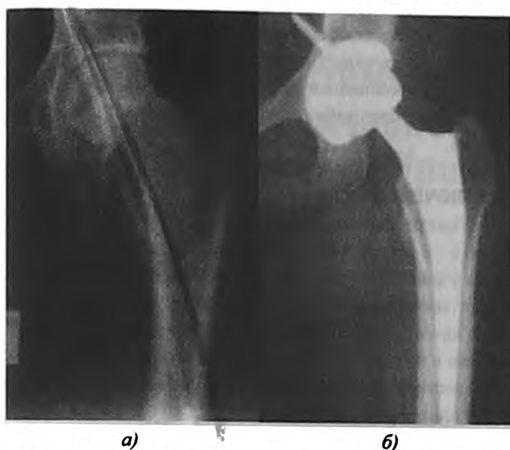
Рентгенологическая картина тазобедренного сустава; а - до операций, б- через 18 месяцев после операций.
